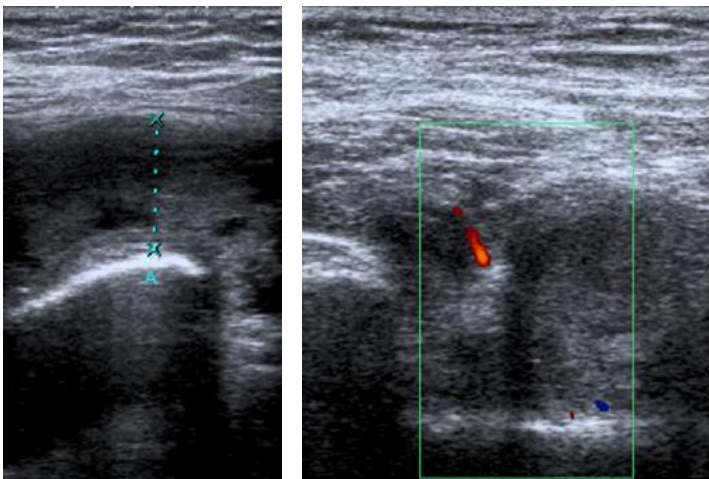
La ecografía es un método sensible para detectar la hipertrofia sinovial. *Izquierda:* marcado engrosamiento sinovial en la articulación coxo-femoral derecha. *Derecha:* al utilizar el modo Doppler color, se observa vascularización en el interior del tejido sinovial hipertrofiado.
